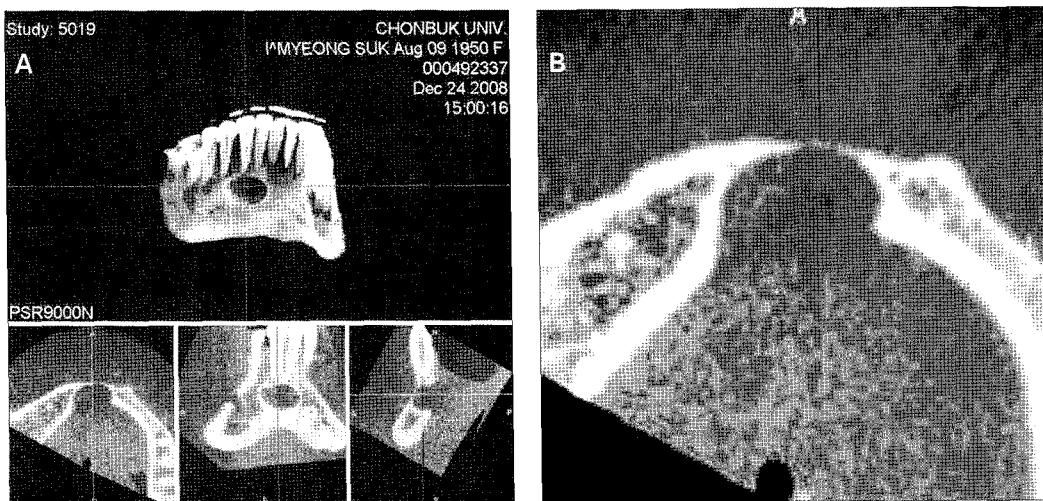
A. Computed tomography images displaying a characteristic opening of the defect in the lingual mandibular cortex. B. Axial view shows thinning of the buccal cortex.
